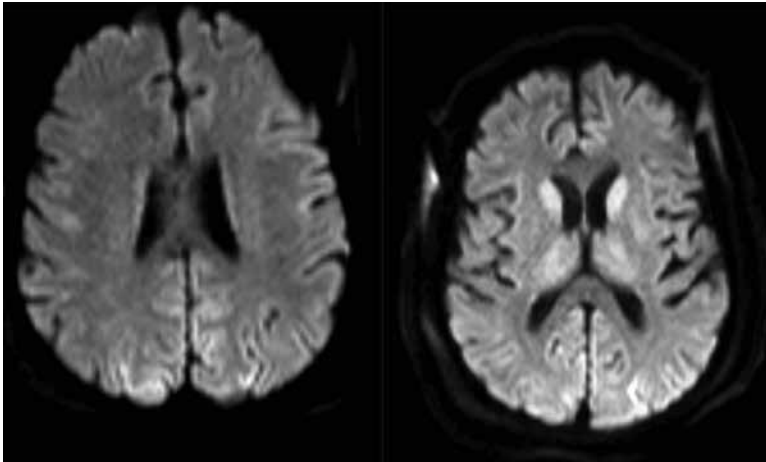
Bilateral parietoksipitalde kortikal ve derin beyaz cevherde (düz oklar) daha az belirgin frontal beyaz cevherde (mavi kıvrımlı oklar) ve bazal ganglionlar düzeyinde (ok başları) aksiyel T2 ağırlıklı manyetik rezonans görüntüde sinyal artışı görülmektedir.
